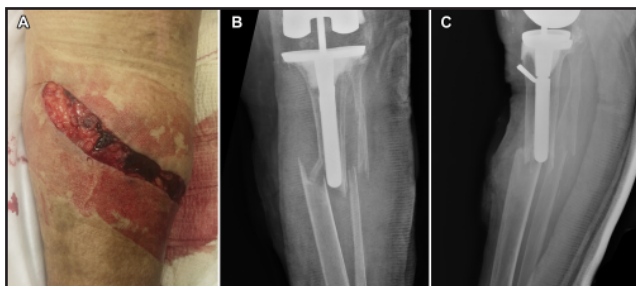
A. Fotografía de herida inciso-contusa de 12 cm en región antero-lateral de tercio proximal de pierna izquierda. B y C. Radiografía anteroposterior y lateral de pierna izquierda donde se aprecia fractura diafisaria periprotésica sobre vástago de revisión de prótesis total de rodilla.
